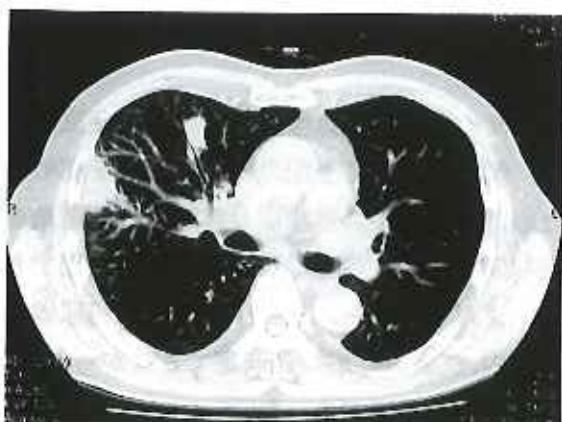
症例1 胸部CT 右肺楔状陰影、両側肺多発結節影
